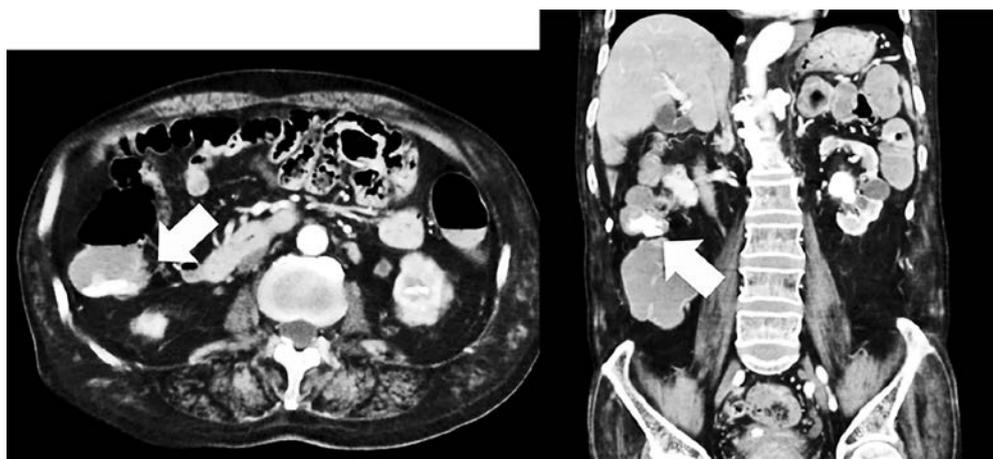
腹部造影 CT で上行結腸内への造影剤漏出があった。(➡)
